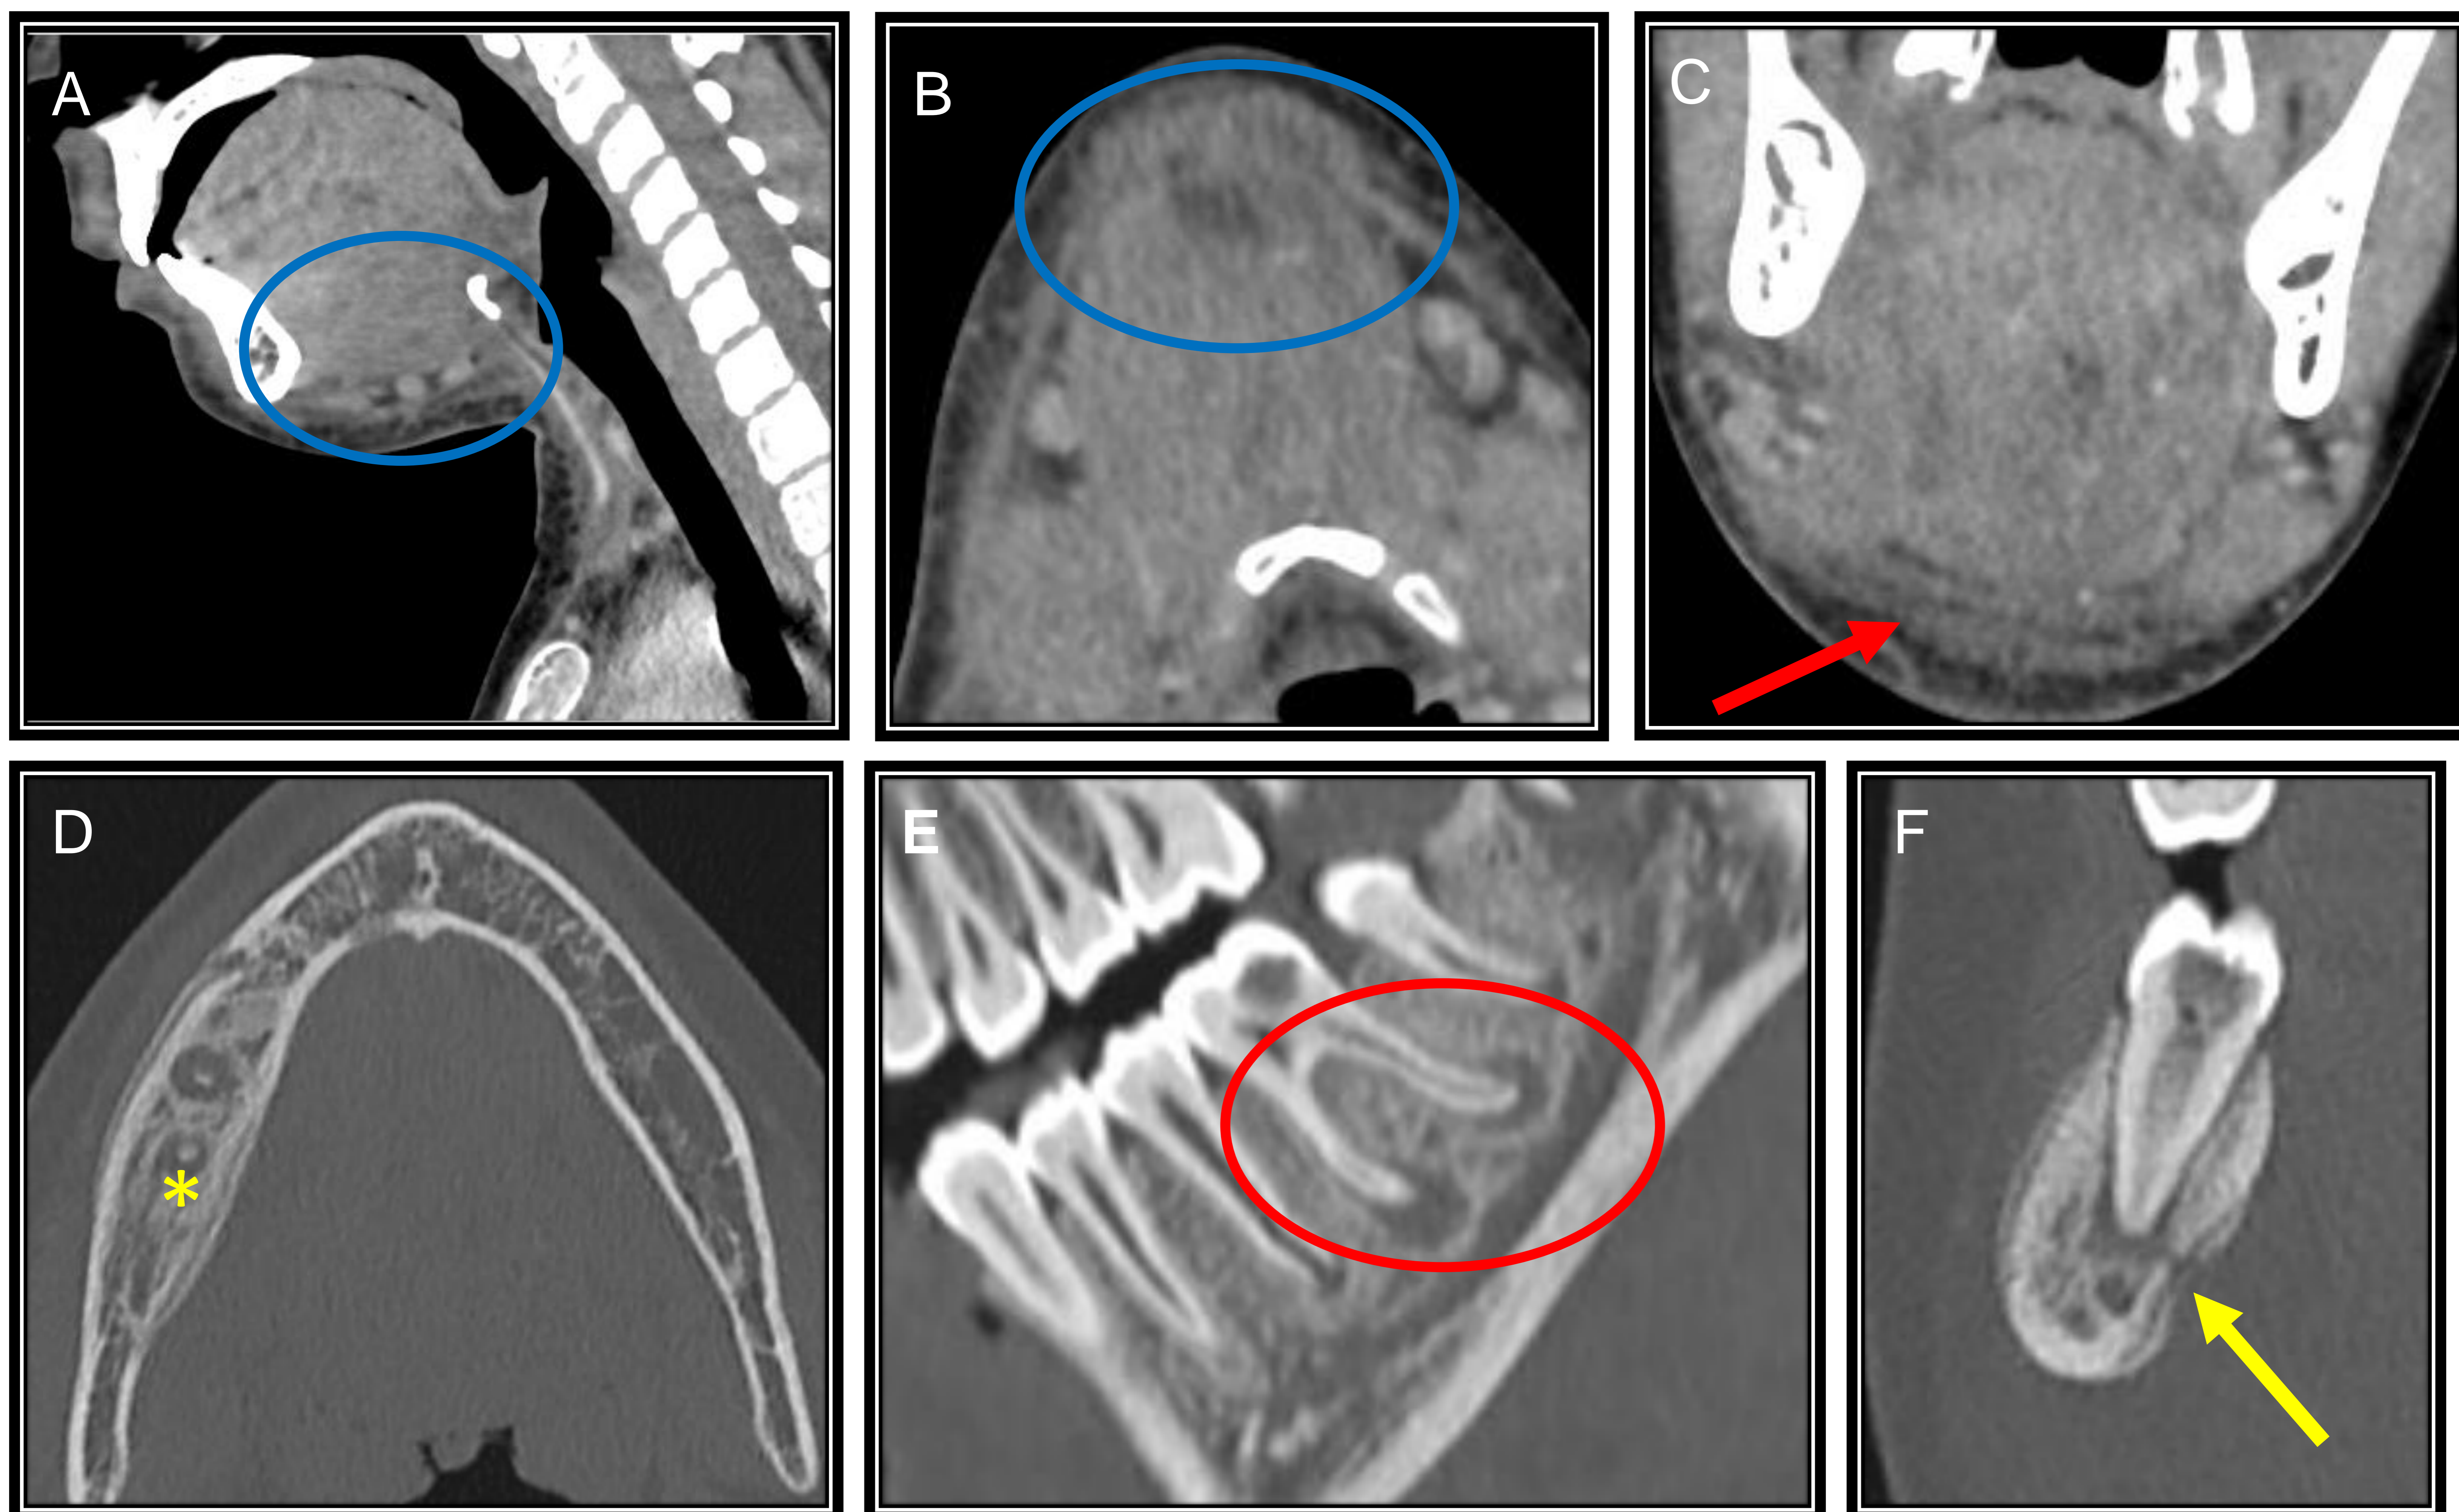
TC de cuello con contraste intravenoso, ventana de partes blandas (A, B y C) y ósea (D, E y F). Engrosamiento de planos blandos submandibulares con pérdida de planos grasos (elipses azules), estriación de partes blandas y láminas líquidas (flecha roja). Radiolucencia periapical (elipse roja) y pequeño defecto cortical lingual (flecha amarilla), con esclerosis y reacción perióstica de cuerpo mandibular (asterisco).
